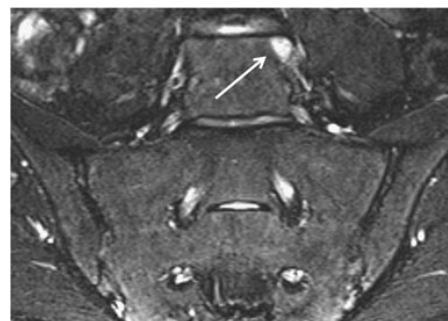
Pelvic enthesitis in a 27-year-old female with spondyloarthritis. Coronal oblique STIR MR image shows lumbar longitudinal ligament enthesitis as bone marrow oedema (arrows) at the left cranial aspect of L5 vertebral body
